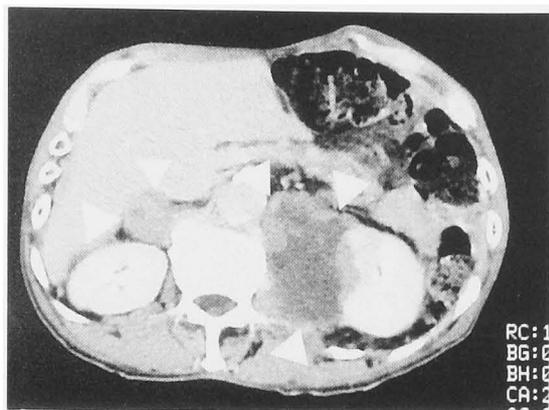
Abdominal CT shows bilateral adrenal masses with peripheral infiltration.
